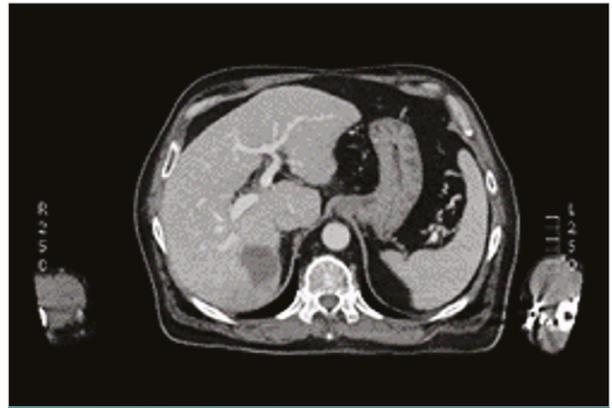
Image TDM 3D, injection phase veineuse.
